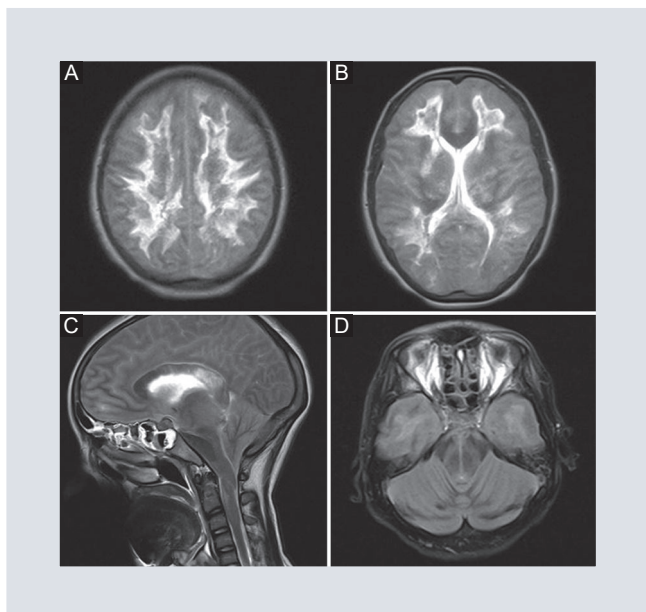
A y B: adquisiciones de resonancia magnética en secuencia T2 donde se observa marcada hiperintensidad de la sustancia blanca periventricular con áreas centrales hipointensas. C y D: en el plano sagital y axial se muestra afectación del cuerpo calloso, así como herniación amigdalina.
